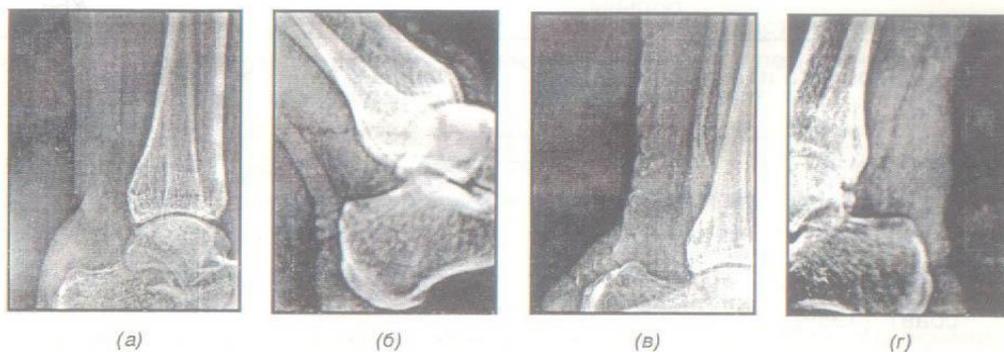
Электрорентгенограмма больного М. с повреждением ахиллова сухожилия (до и после операции).
